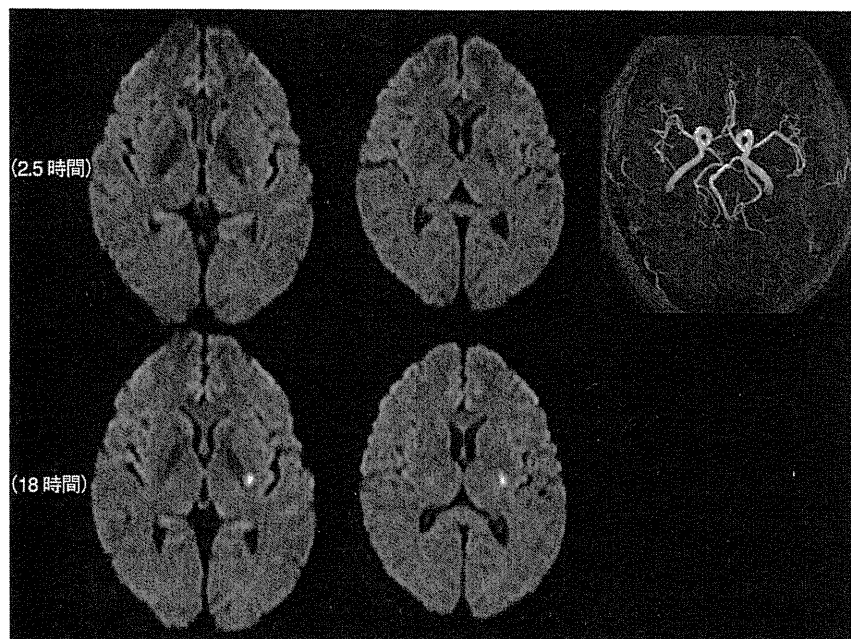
ラクナ梗塞型 TIA 症例の MRI (DWI) MRA 所見
